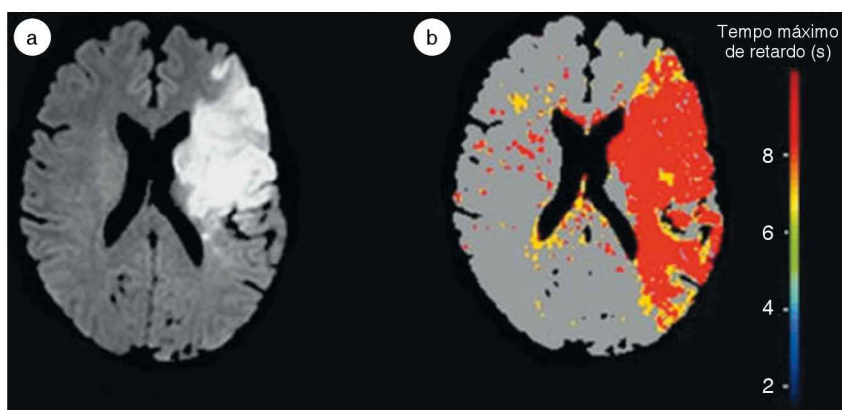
Ressonância magnética com imagens ponderadas por difusão mostrando uma grande área de alteração isquêmica (imagem à esquerda). A imagem colorida à direita é um mapa de retardo de tempo que mostra áreas de hipoperfusão em vermelho e amarelo. A subtração digital da área isquêmica (imagem à esquerda) da área de hipoperfusão (imagem à direita) revela a presença de áreas com ameaça de infarto. Imagens da Referência 15. (Figura da página 804.)
